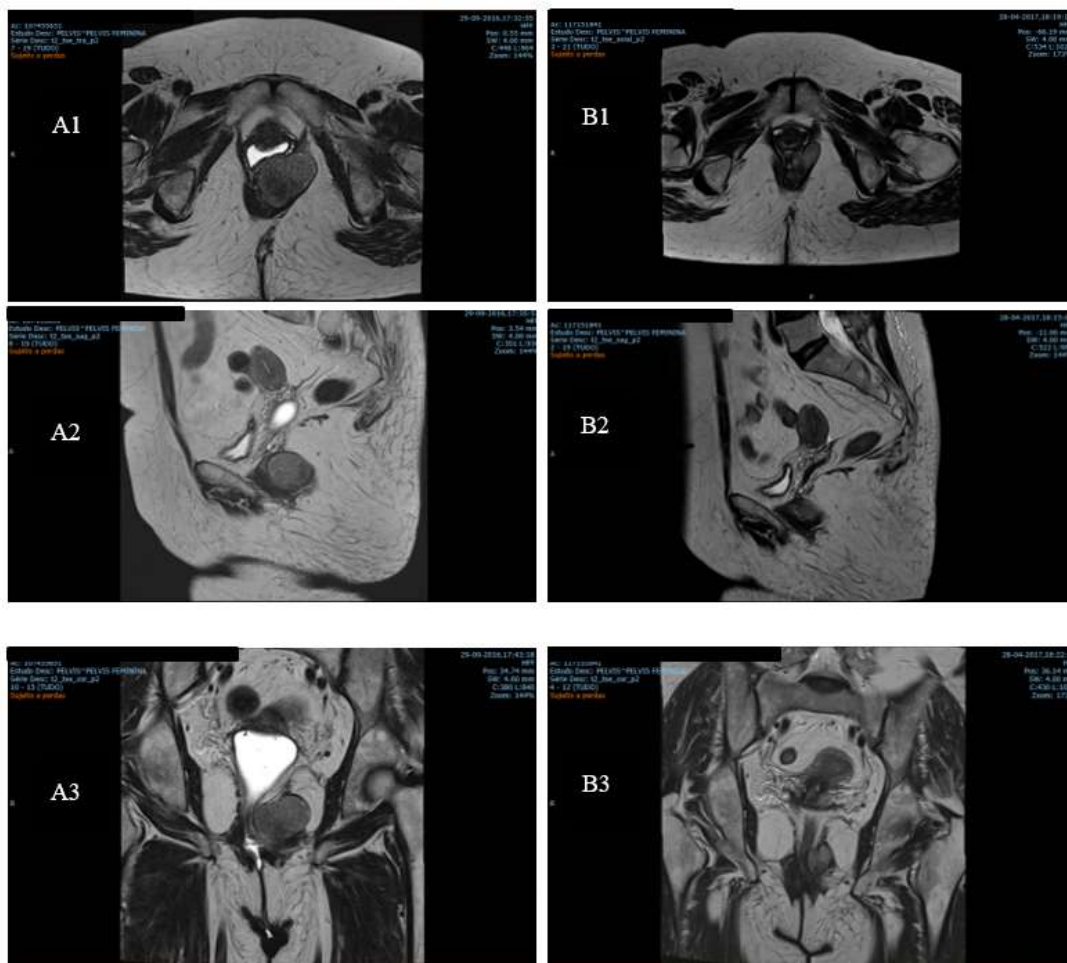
(A) RMN realizada quando do diagnóstico mostra uma massa para-rectal de contornos bem definidos e sem invasão das estruturas adjacentes (A1- corte axial; A2- corte sagital; A3- corte coronal); (B) RMN repetida após 5 meses de tratamento neoadjuvante com imatinib mostra uma franca diminuição das dimensões da massa presente em (A) (B1- corte axial; B2- corte sagital; B3- corte coronal).
